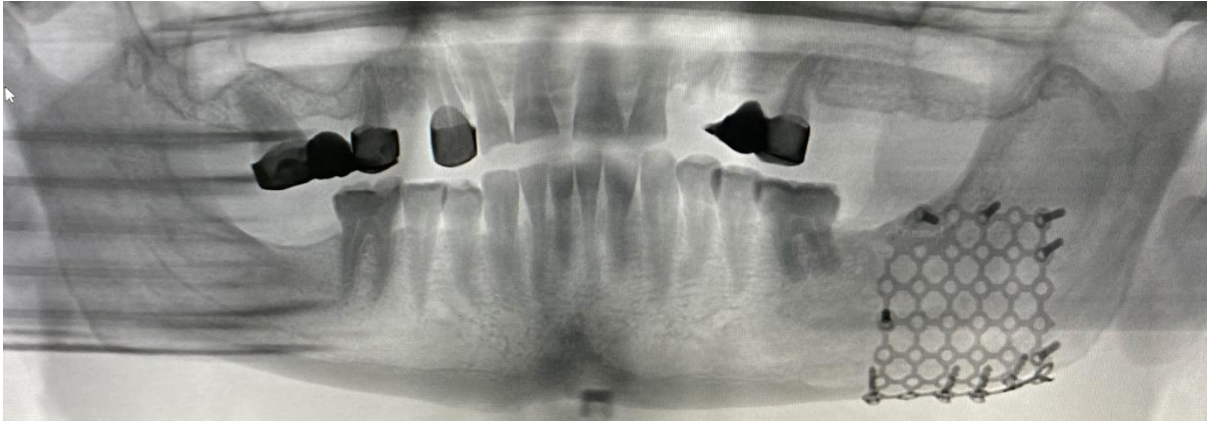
Больной А. – 27 лет. D.S: обширная фолликулярная киста тела нижней челюсти слева. Рентгенограмма через 3 месяца после операции
